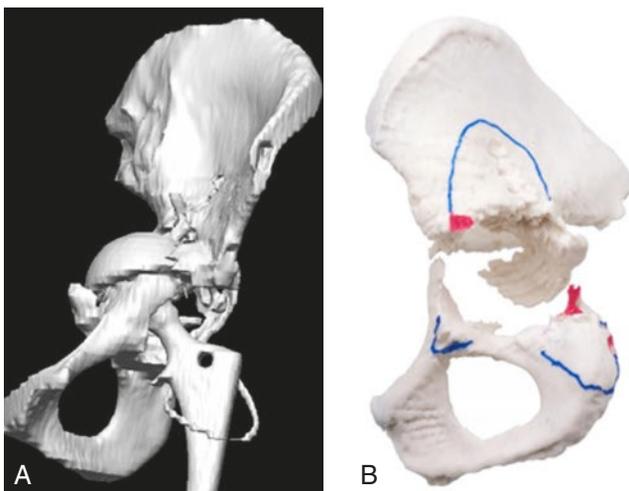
A y B. Imagen de tomografía computarizada de la hemipelvis con reconstrucción 3D y modelo óseo artificial 1:1 de la hemipelvis en los que se aprecia una pérdida ósea acetabular extensa.
